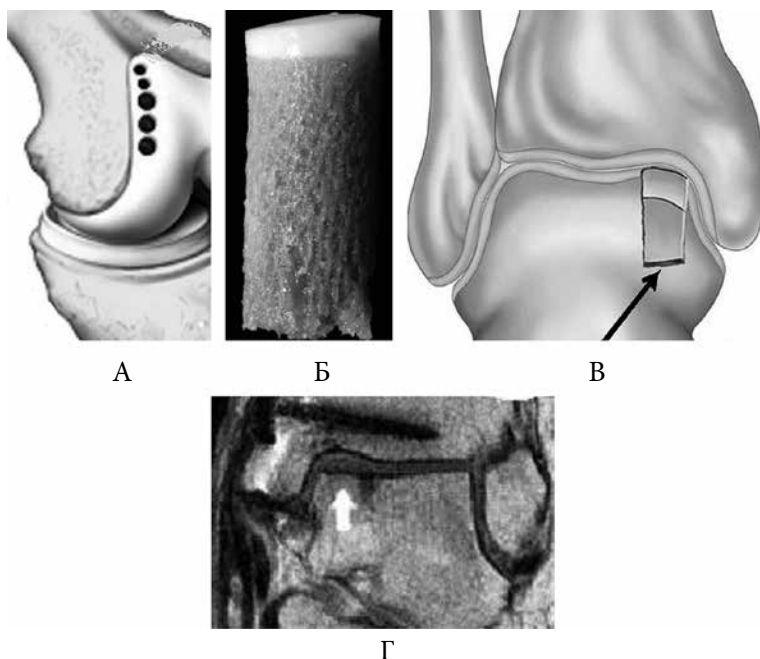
Аутологичная остеохондральная трансплантация. А – забор ОХАТ из латерального мыщелка бедренной кости. Б – фото ОХАТ с увеличением. В – размещение ОХАТ в дефекте ТК. Г – МРТ контроль через 12 недель; хорошее заполнение дефекта и восстановление радиуса кривизны суставной поверхности; стрелка указывает ОХАТ
